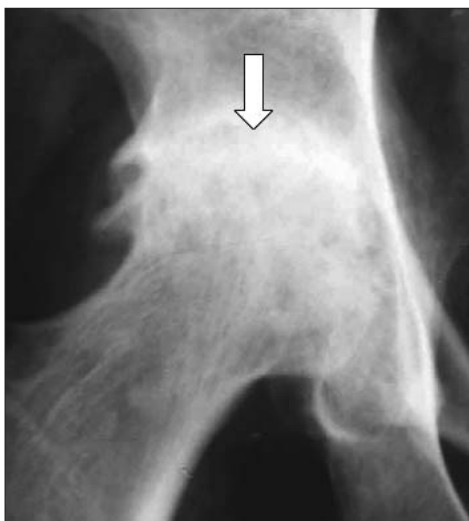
Рентгенограмма тазобедренного сустава в прямой проекции. Выраженный субхондральный остеосклероз бедренной головки и крыши вертлужной впадины (стрелка)
